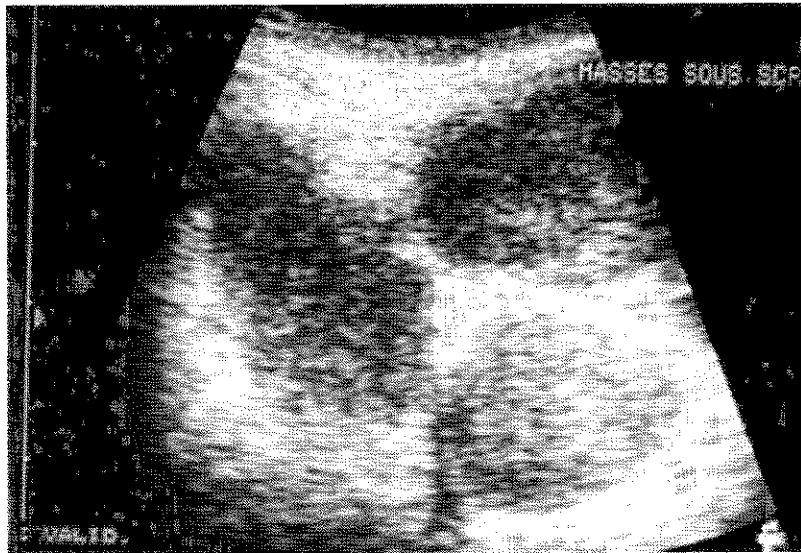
Échographie scrotale : multiples masses hypoéchogènes bilatérales, testicule normal.
